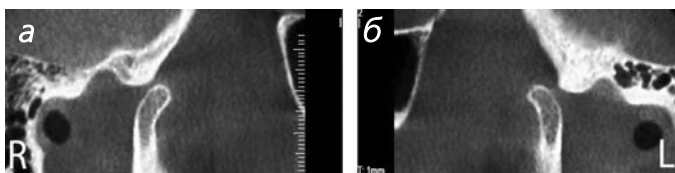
Конусно-лучевые компьютерные томограммы ВНЧС: срезы в боковой проекции справа (а) и слева (б), выполненные при открытом рте пациента. Органические костные изменения не выявляются. Чрезмерная экскурсия обеих головок нижней челюсти
